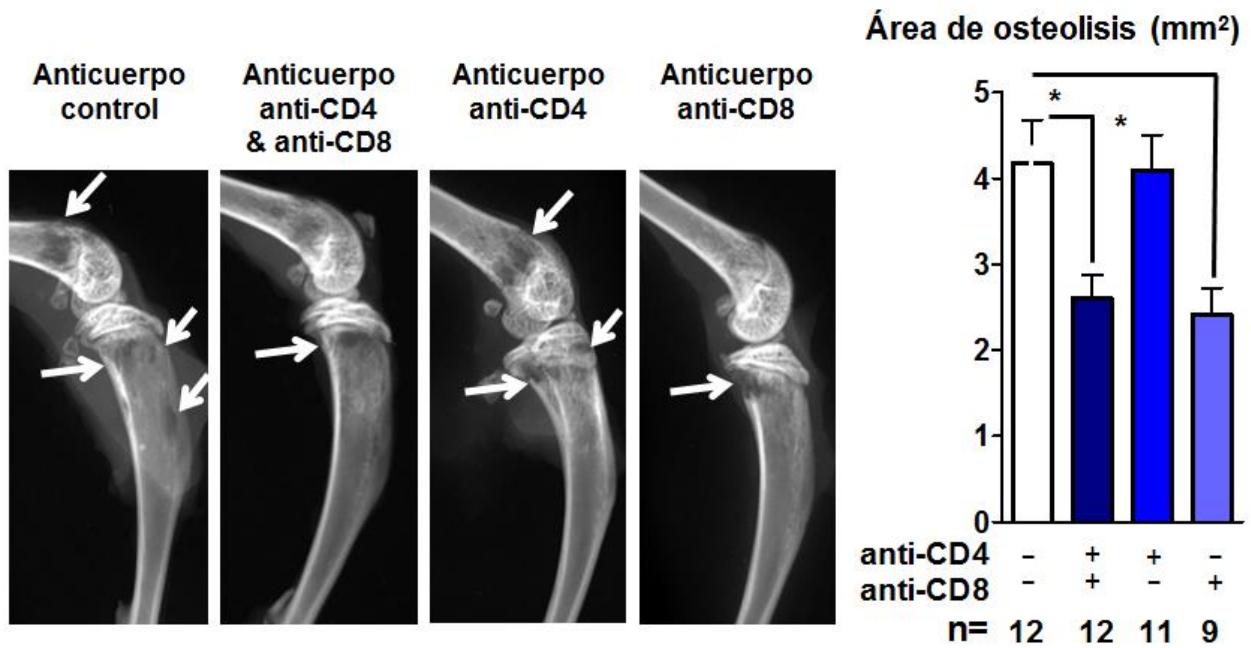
La eliminación de células T citotóxicas reduce la metástasis ósea de células 4T1. Resultados representados como imágenes representativas de radiografías de huesos con osteólisis y su cuantificación se presenta como el promedio \pm SEM de área de osteólisis. * $P < 0.05$ usando ANOVA de una vía con Bonferroni's posttest. Modificado de Verdugo-Meza (2016).
